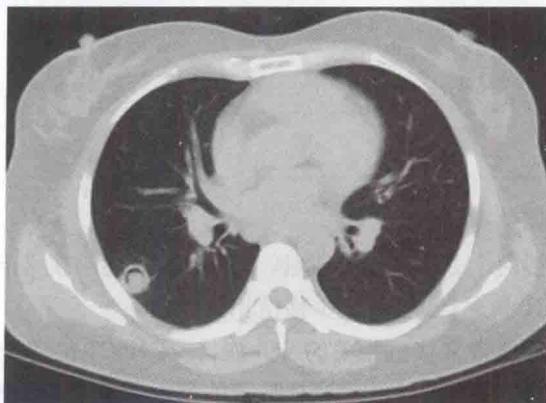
胸部CT提示右肺“空气新月征”病变
